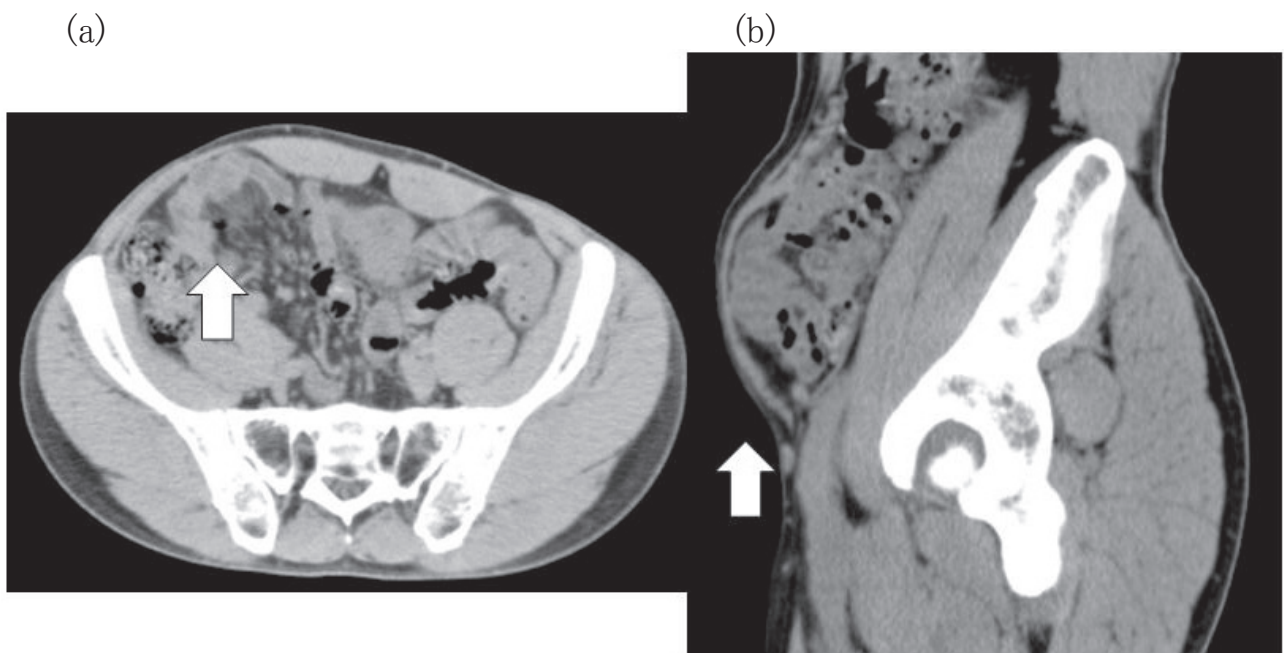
腹部単純 CT 検査 (伏臥位撮影) :
